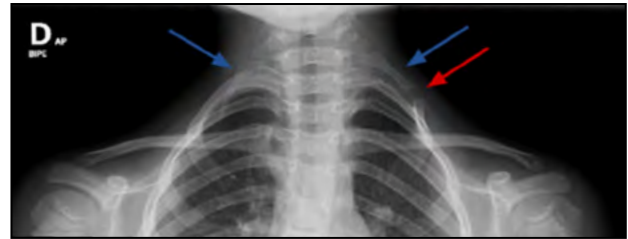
Radiografia de tòrax superior: fractura parcialment consolidada amb signes de pseudoartrosi de la primera costella esquerra (fletxa vermella). Costella supernumerària cervical bilateral a C7 (fletxes blaves).
